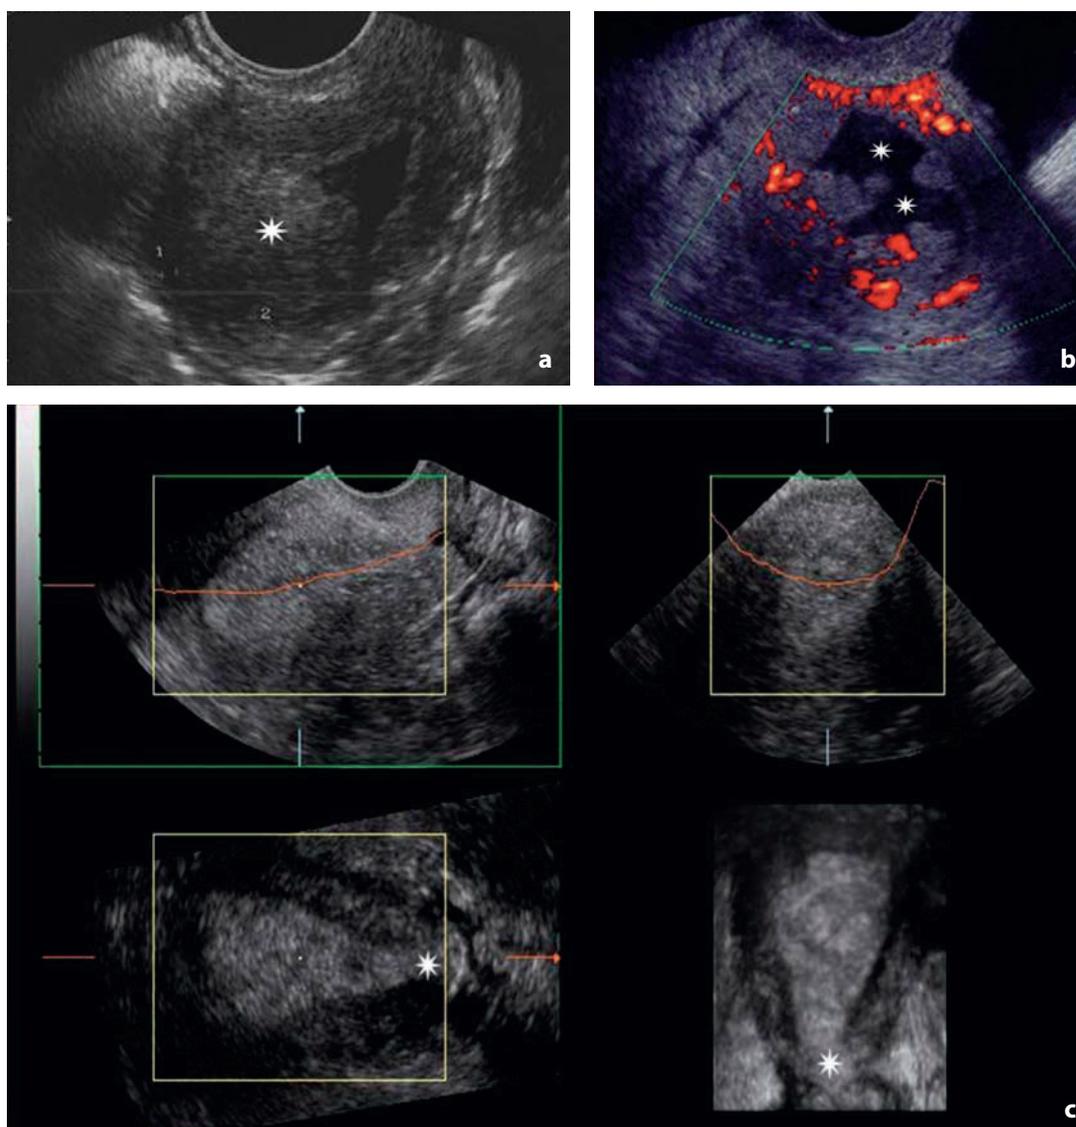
Ecografia. Carcinoma endometriale. a Stadio IC. Il tumore (asterisco) infiltra in maniera focale la metà esterna del miometrio. b Stadio IC. Altra paziente. Infiltrazione a tutto spessore del miometrio. La cavità endometriale (asterischi) presenta margini irregolari e sfrangiati. c Stadio II. La neoplasia si estende al canale cervicale (asterisco), con infiltrazione della stroma della portio; i reperti sono ben documentati nelle ricostruzioni 3D
